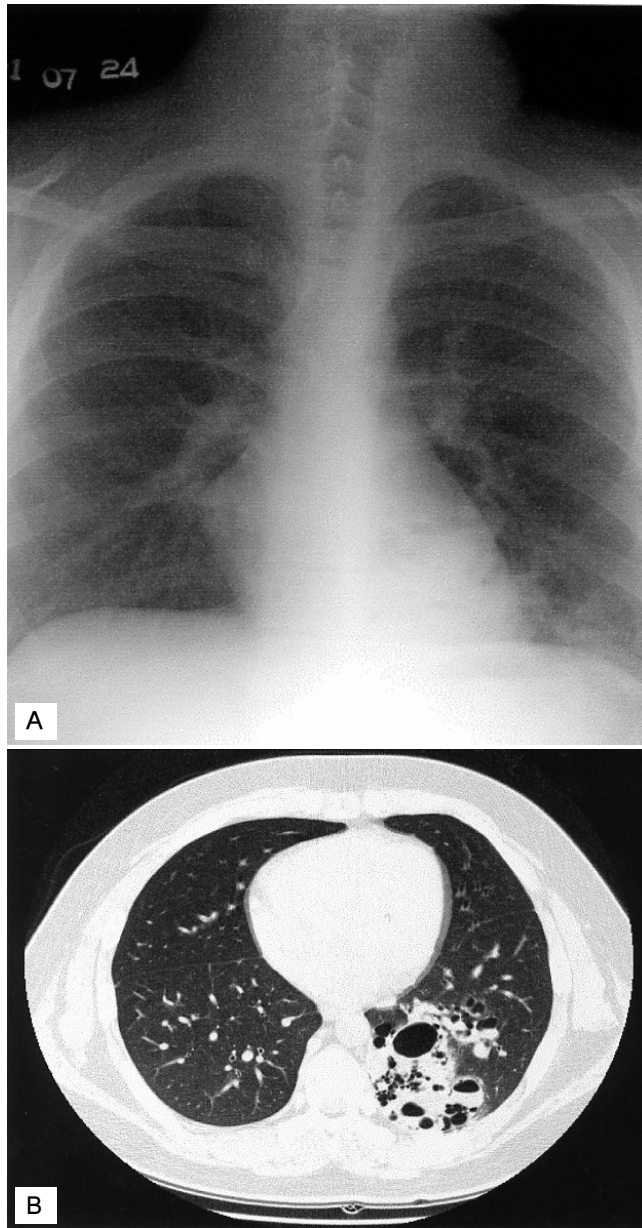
Chest X-ray(A) and high resolution computed tomography(HRCT)(B) shows multiple cystic lesions with air-fluid level in posterior basal segment of left lower lobe.
